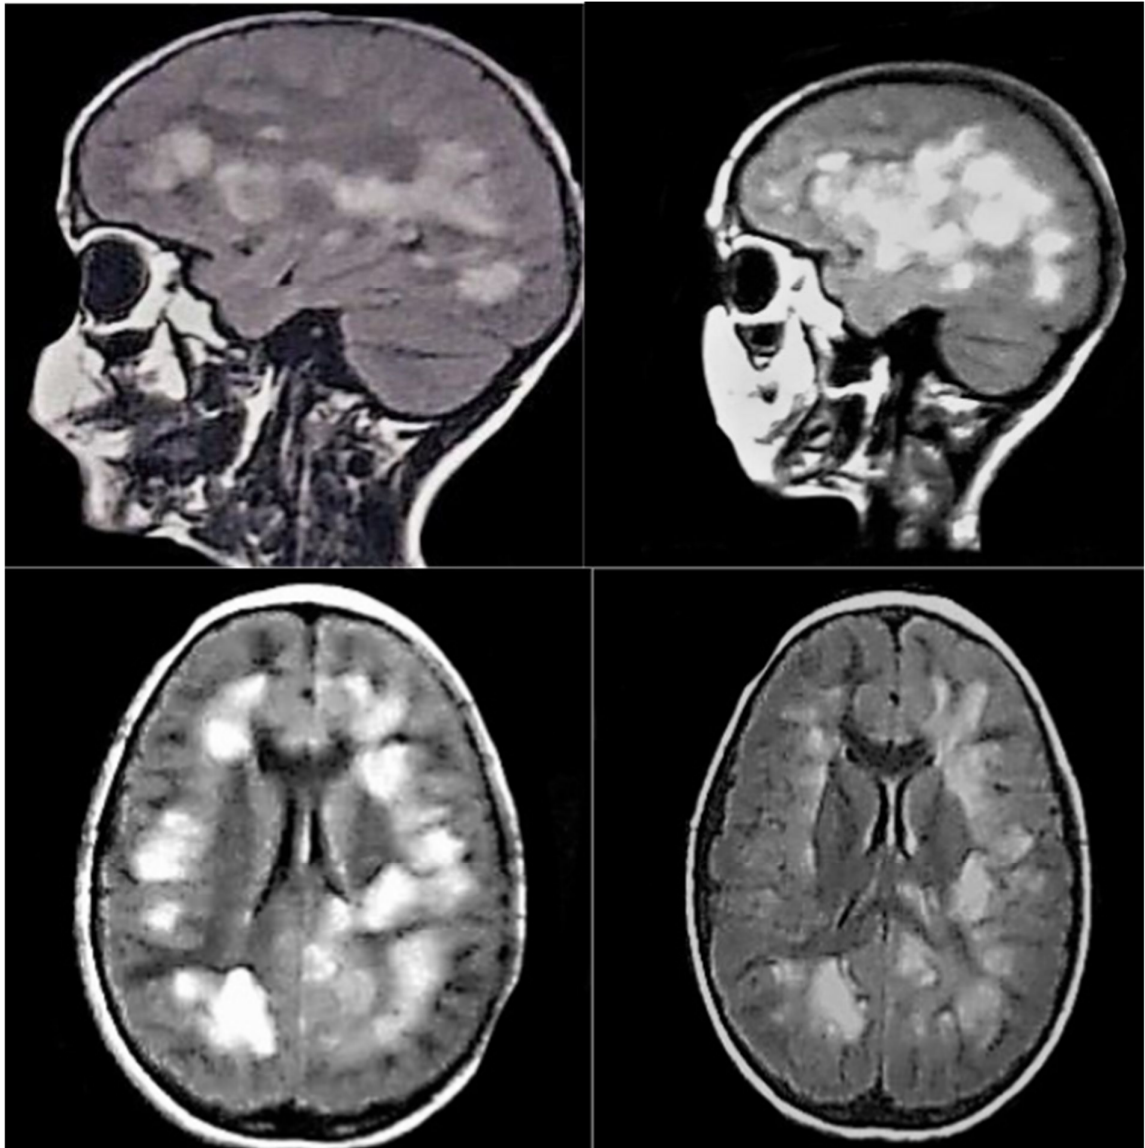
Магнитно-резонансная томография головного мозга пациента П. (6 лет)
